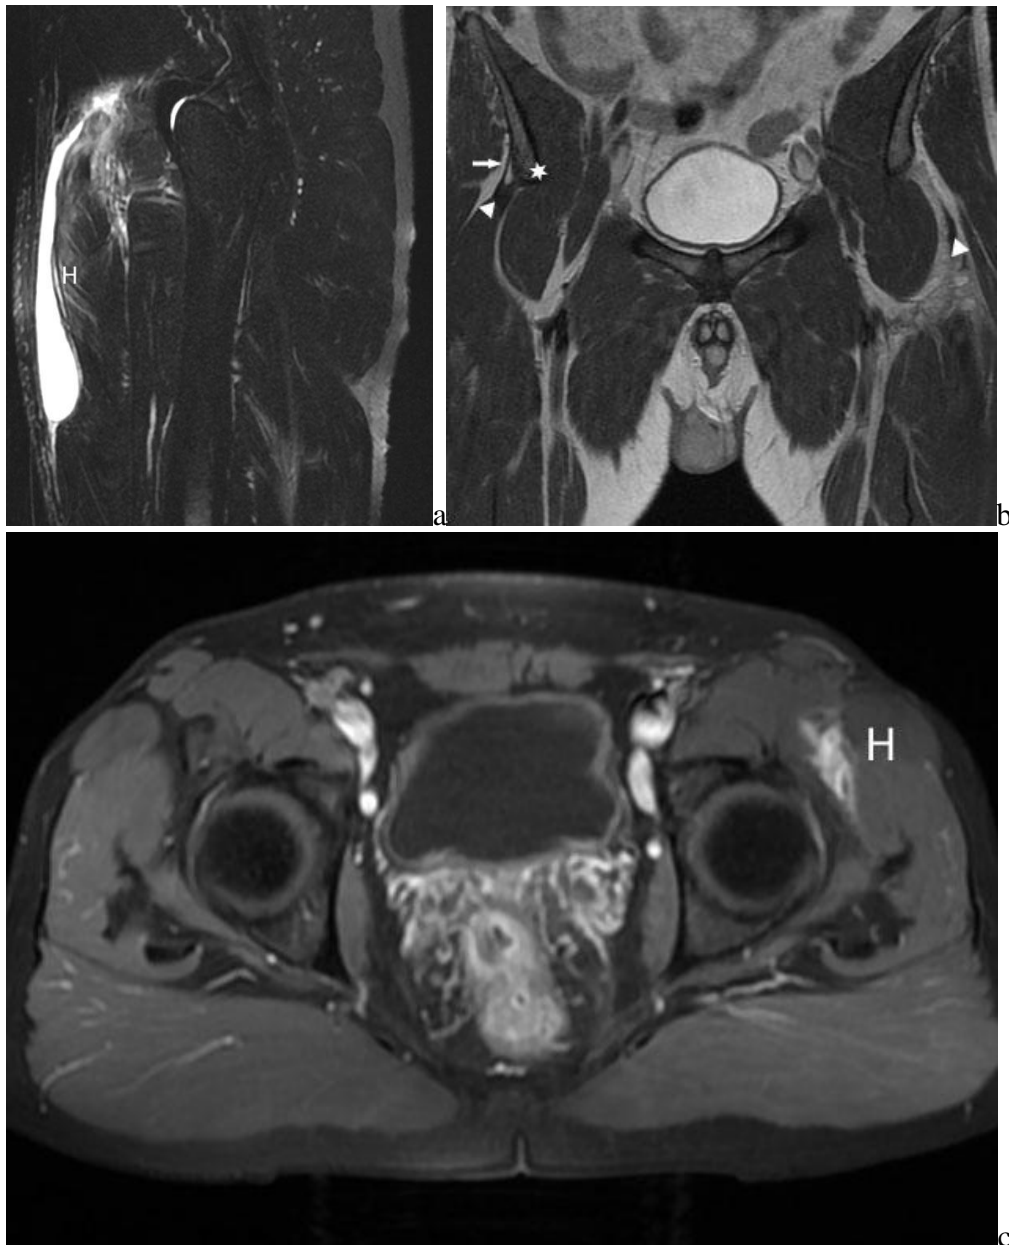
IRM de hanche gauche en séquences sagittale T2 FS (a), bassin coronale T1 (b) et axiale T1 (c) après injection de gadolinium et saturation du signal de la graisse.
